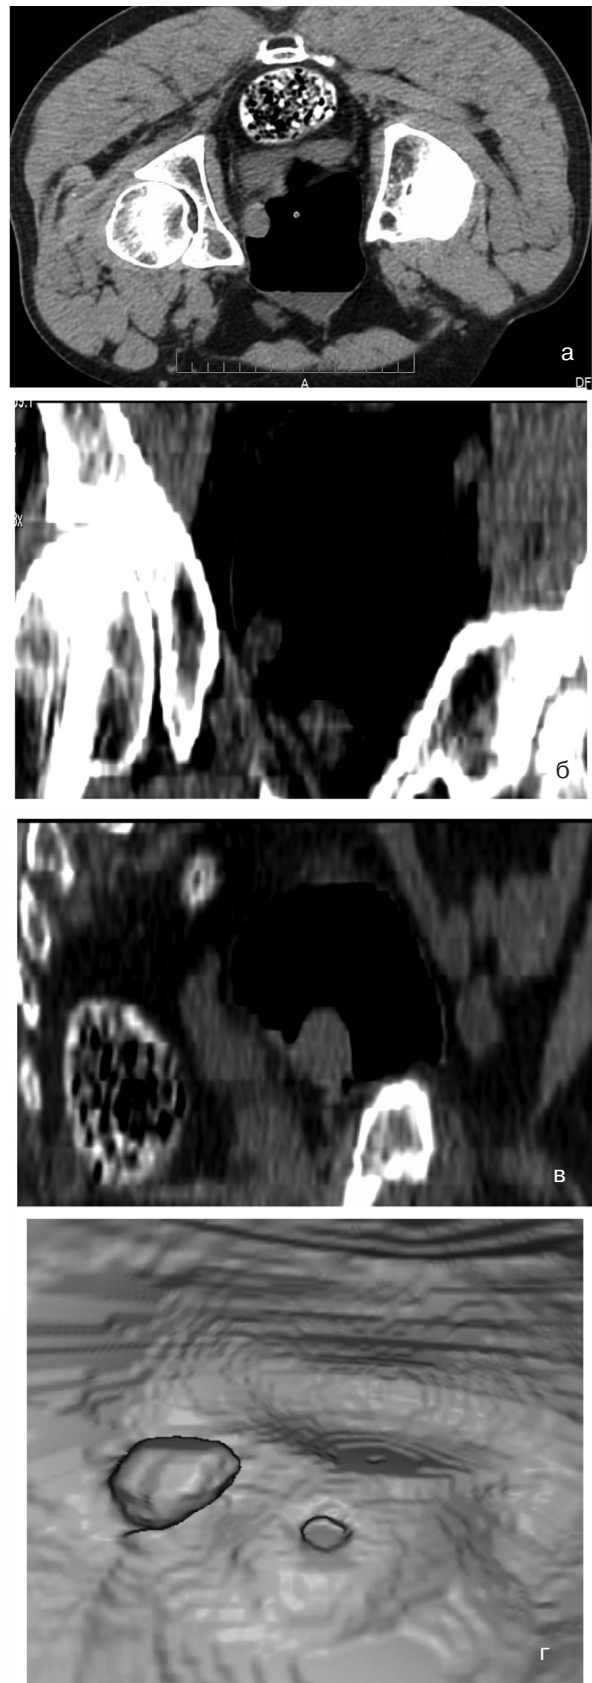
Пациент П., 55 лет. Стадия T1N₀M₀ — экзoфитное образование на боковой стенке мочевого пузыря, КТ. а — аксиальный срез (положение на животе); б — мультипланарная реконструкция, корональная проекция. в — мультипланарная реконструкция, сагитальная проекция; г — виртуальная цистоскопия.
